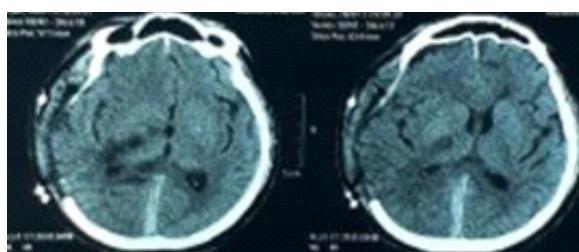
CT- otak tanpa kontras pertama (perawatan hari pertama)
